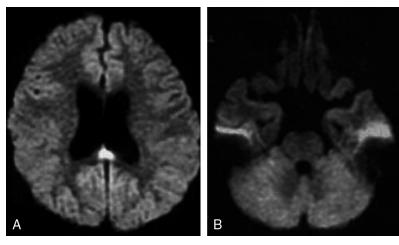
4歳女児 ロタウイルス小脳炎, および MERS A, B: 拡散強調画像. 東京女子医科大学八千代医療センター小児科高梨潤一先生のご厚意による. 発症 6 日後の MRI 拡散強調画像で両側小脳半球および脳梁膨大部に高信号を認める. 第 13 病日の MRI では脳梁膨大部病変は消退したが, 小脳は FLAIR 高信号となり, のちに萎縮した.
